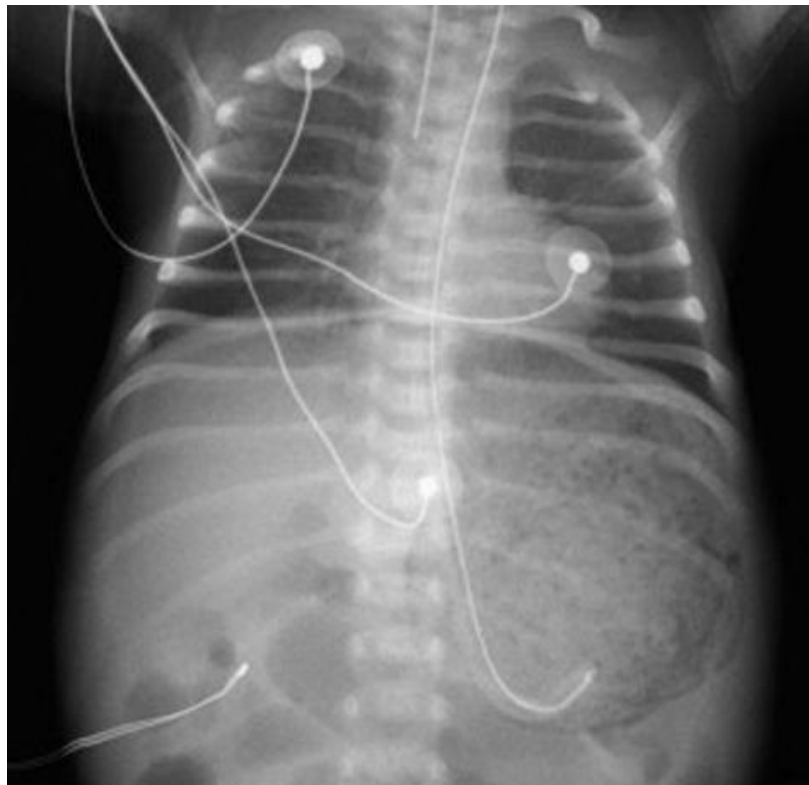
Radiographie de l'abdomen sans préparation montrant un pneumopéritoine massif
